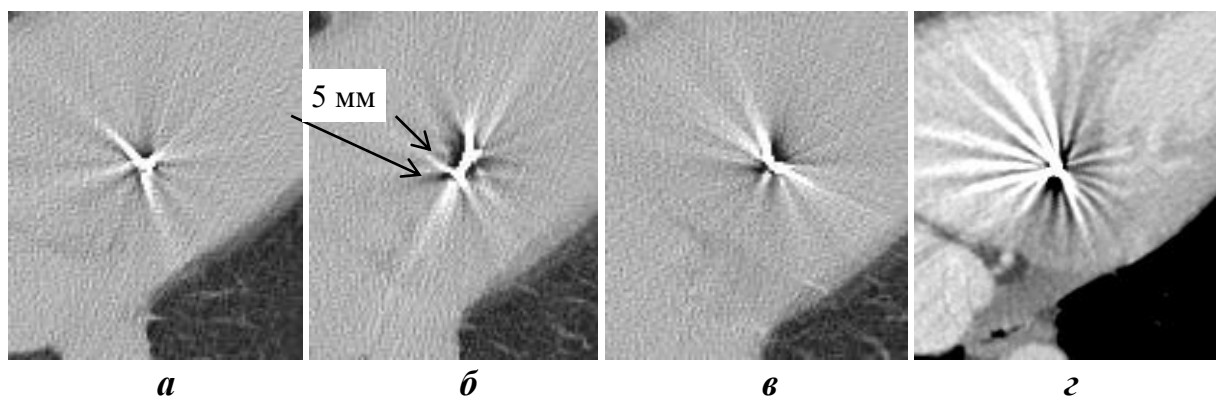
Слепое проникающее ранение правого желудочка сердца. Осколок фиксирован в межжелудочковой перегородке. На КТ определяется второй вид артефактов. При прокрутке изображений, радиальные артефакты совершают поворот. Показаны начальный (а), промежуточный (б) и конечный (в) сканы визуализации осколка. На промежуточном скане видно, что смещение осколка составило 5 мм; з — для сравнения показана КТ того же пациента, синхронизированная с ЭКГ
